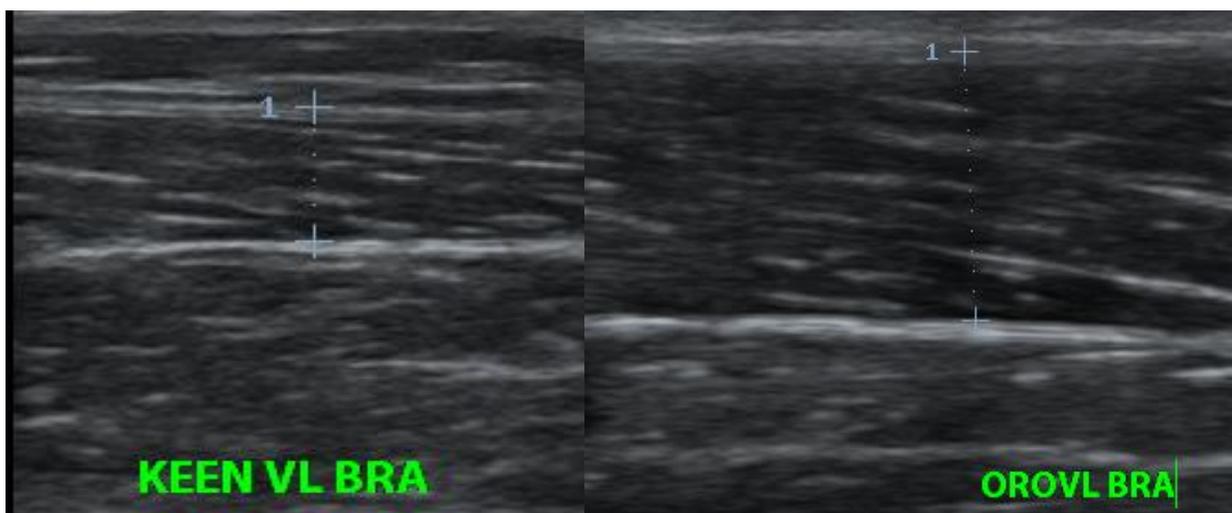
Figura 16_ Immagini ecografiche Vasto Laterale a confronto per valutazione qualità muscolare.
